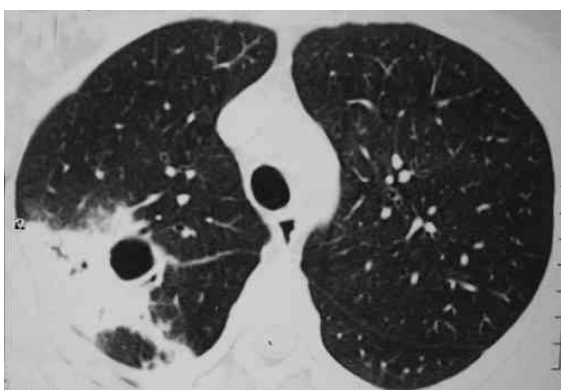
Tomografia computadorizada de alta resolução. Consolidação pulmonar escavada localizada no lobo superior direito, com broncograma aéreo. Observam-se também opacidades em vidro fosco adjacentes à imagem descrita
